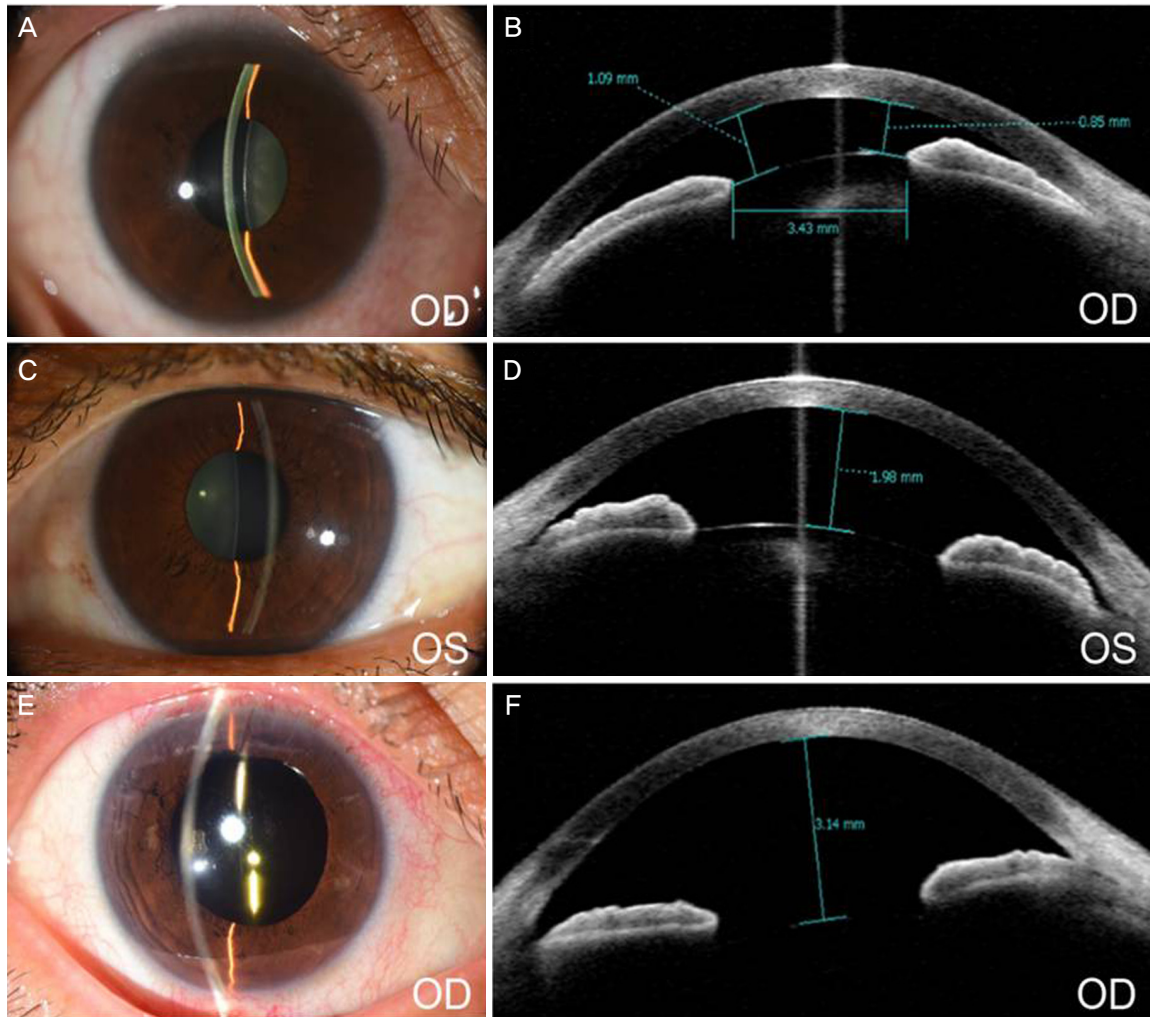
Anterior segment photography and anterior segment optical coherence tomography (OCT) of both eyes at initial examination. (A, B) Preoperative anterior segment photography and optical coherence tomography of the right eye demonstrated anteriorly subluxated crystalline lens with shallow anterior chamber and closed angle. (C, D) Crystalline lens of the left eye was not subluxated. Anterior chamber of the left eye was shallow but not closed. (E, F) One month after the right eye lens extraction surgery, anterior segment photography and OCT of right eye demonstrated well located intraocular lens, deep anterior chamber, and widely opened angle. OD = oculus dexter; OS = oculus sinister.
